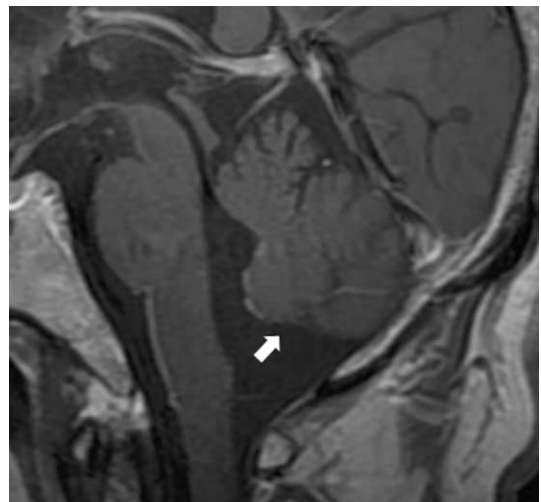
Contrast enhanced sagittal T1-weighted MR image shows lack of the inferior vermis and tonsil, probable associated hypoplasia (arrow).
